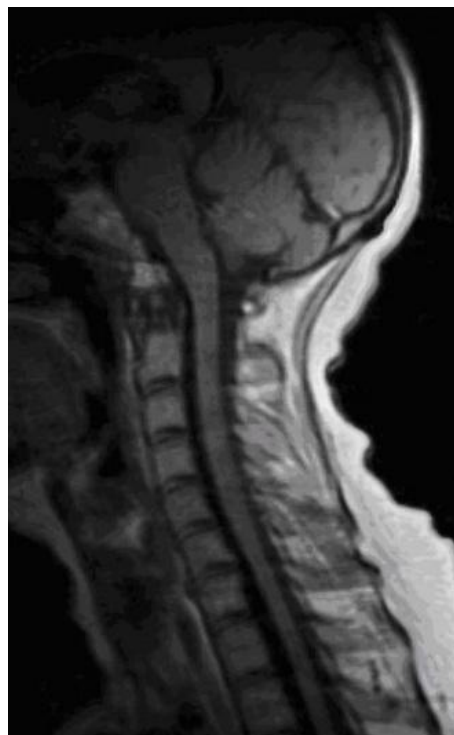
МРТ шейного отдела позвоночника: остеохондроз C3–C6 1-й стадии, мелкий дискоостеофитический комплекс C5–C6. Очаговая патология в спинном мозге не выявлена
